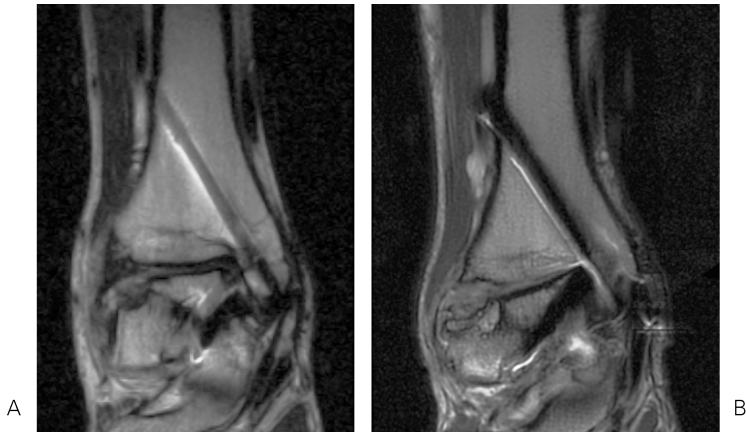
Coronal T<sub>2</sub>-weighted FSE images obtained at 1.5T MRI (A) and 3T MRI (B). Metal artifact is more prominent in B than in A.
